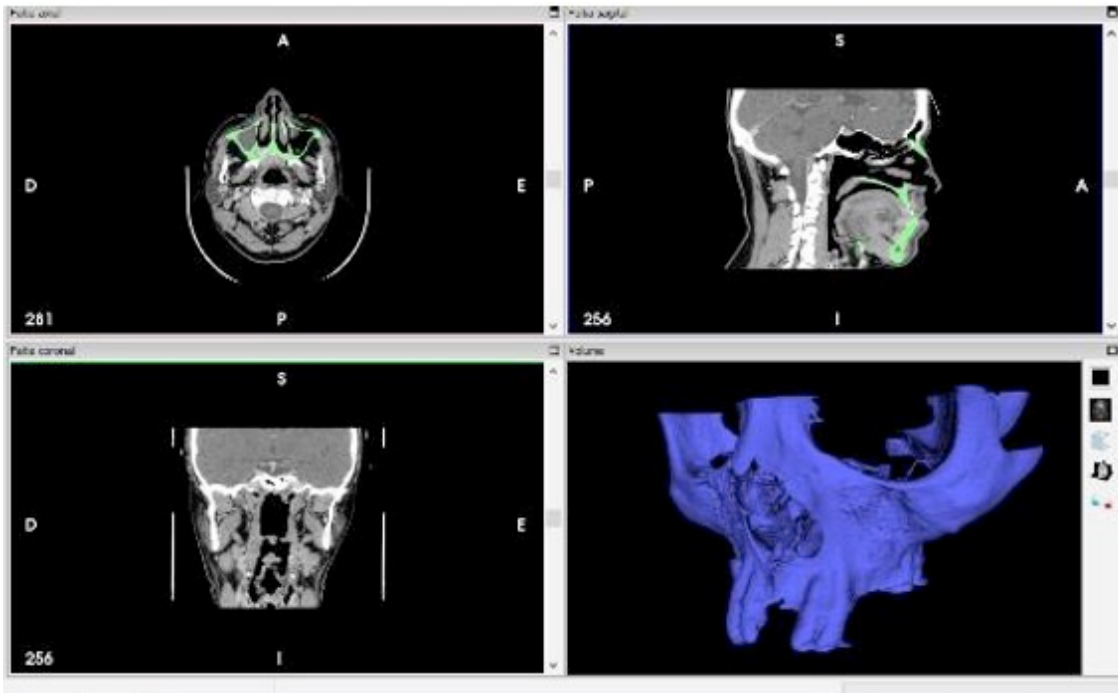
Diferentes planos recolhidos pelo CT e a reconstrução tridimensional (Fonte: Coutinho et al., 2014)
